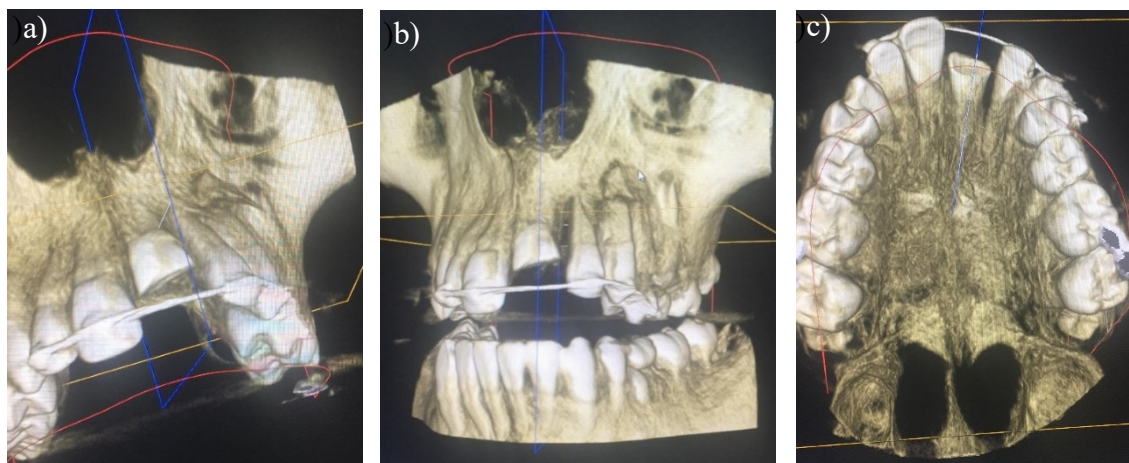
CBCT caso 1. a) Vista palatina; b) Vista vestibular; c) Vista oclusal
